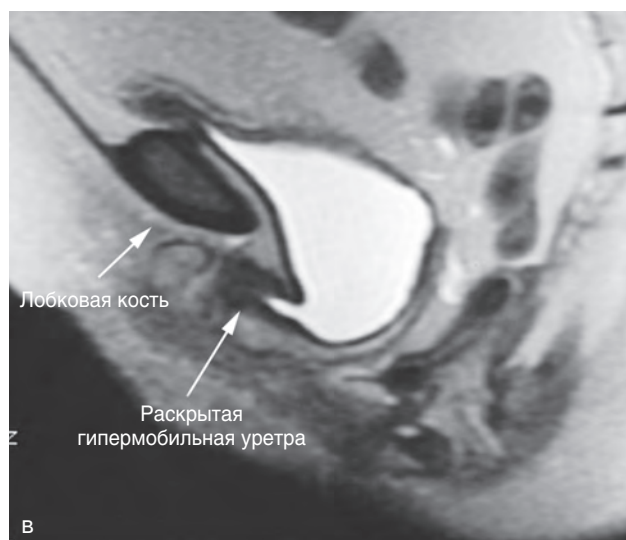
(Окончание). Сакитальный срез магнитно-резонансной томограммы таза при напряжении у пациентки со стрессовым недержанием мочи и цистоцеле легкой степени (в). Смещенная книзу уретра отслоена от нижней дуги лобковой кости. После проникновения в позадилонное пространство и отделения уретропелвикальной фасции от сухожильной дуги выше и медиальнее определяется пубоуретральная фасция, обеспечивающая
